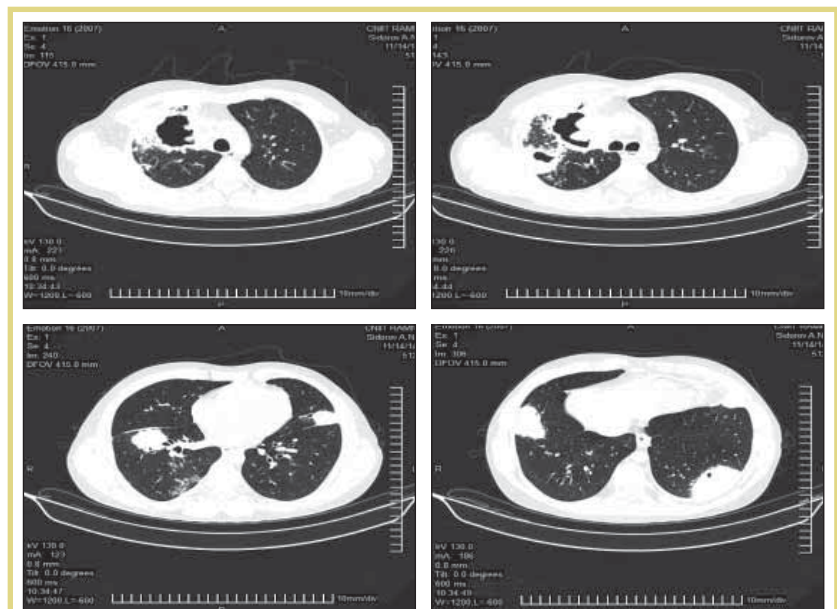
КТ ОГК от 14.11.14
